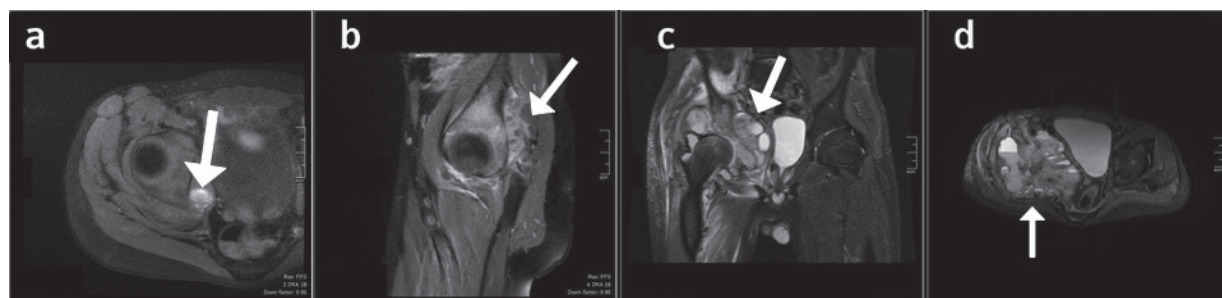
RM plano axial y sagital en T1 FSE FAT SAT. (a, b) Se observa lesión hipointensa en T1 con importante reacción perióstica y cambios inflamatorios de los tejidos blandos de la articulación coxofemoral derecha. Se observan signos de edema medular con nódulo hiperintenso de aproximadamente 2 cm cercano al borde posteromedial del acetábulo sin compromiso de la superficie articular de la cabeza femoral. Control por RM a los 3 meses por exacerbación de la sintomatología. RM coronal y axial en T2 STIR (C, D). Se observa importante crecimiento de la lesión, la cual abomba la cortical ósea, con compromiso difuso del acetábulo, adelgazamiento cortical y presencia de múltiples cavidades de contenido líquido con nivel hemático sugestivas de transformación hacia QOA.
